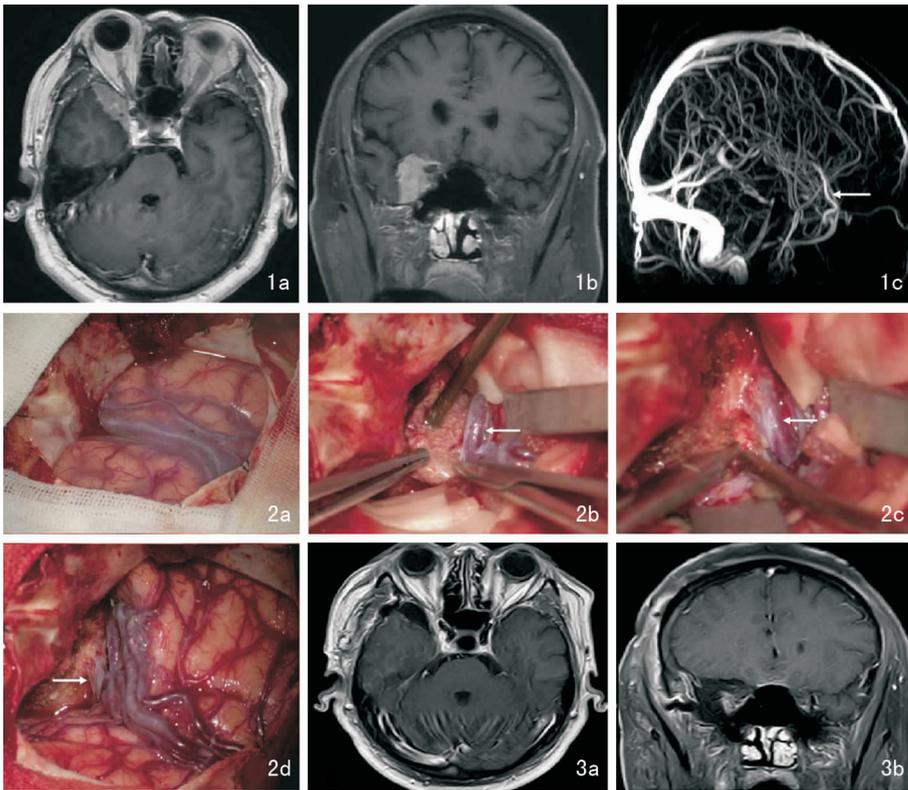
典型病例术前影像学图片 1a:术前MRI T1轴位增强示肿瘤显著强化,基底位于中颅窝底壁及前壁; 1b:术前MRI T1冠位增强示肿瘤推挤压迫颞叶脑组织; 1c:术前MRV示右侧裂静脉呈蝶顶窦优势引流(箭头)
